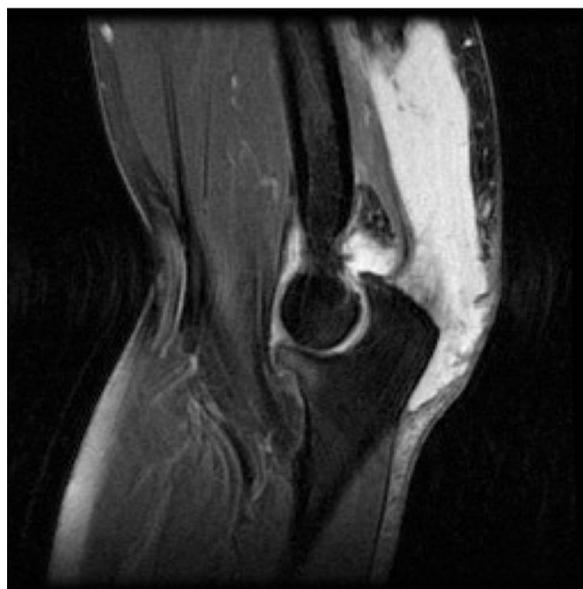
Resonancia de codo donde se aprecia rotura incompleta de la inserción distal del tríceps.
